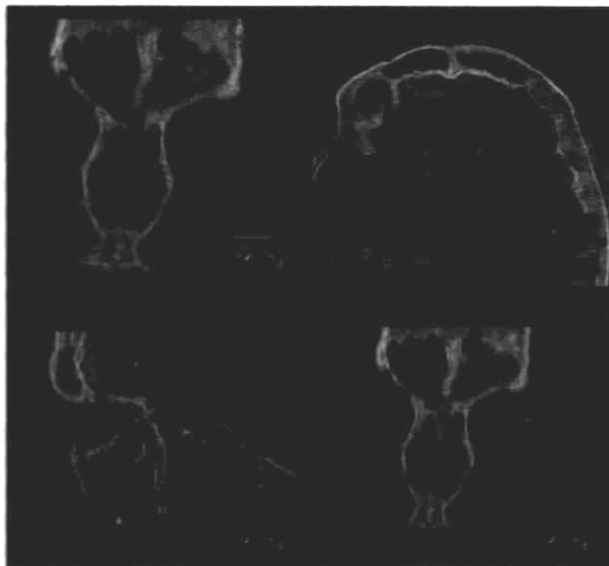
КТ околоносовых пазух больной Ш. (тотальное затемнение левой лобной пазухи)
